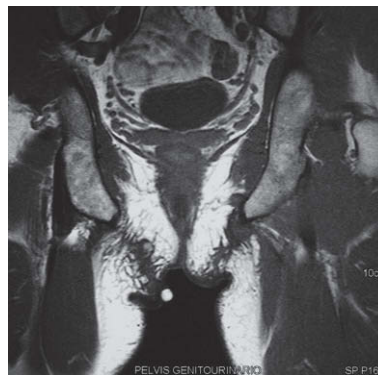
Resonancia magnética nuclear (marcador cutáneo sobre la lesión estudiada): nódulo en la región perineal derecha, hipointenso en las secuencias T1.
